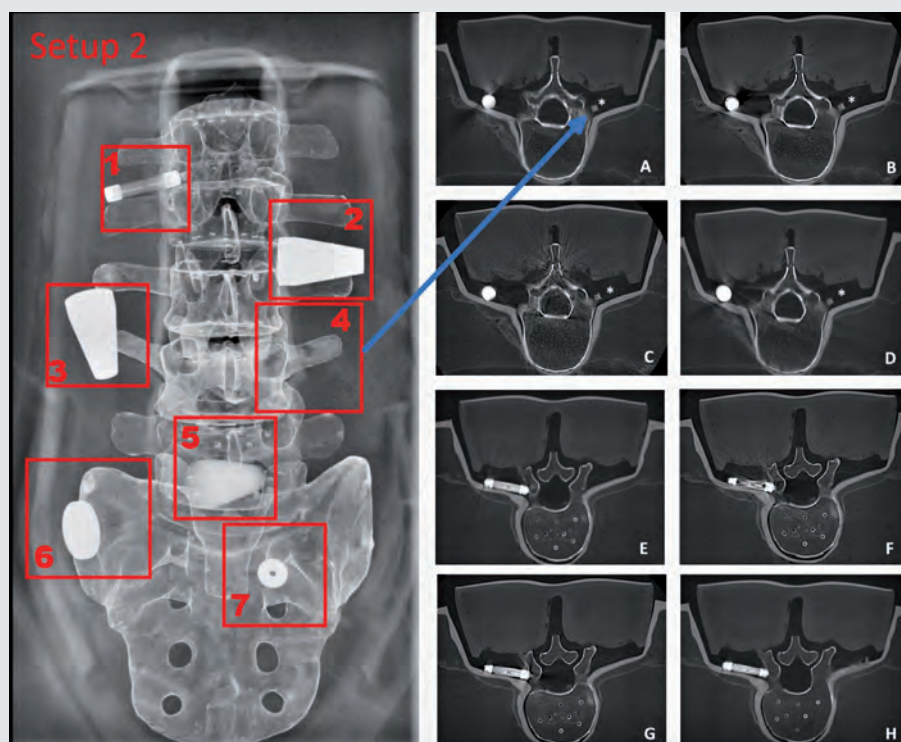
Cs<sup>137</sup> sealed in plastic in axial orientation (arrow/asterisk, A-D) and matching sham controls (E-H) scanned with different CT scanners and protocols, respectively. Cs<sup>137</sup> source was placed in quadrant 4 and showed sham control in quadrant 1 (Setup 2).
